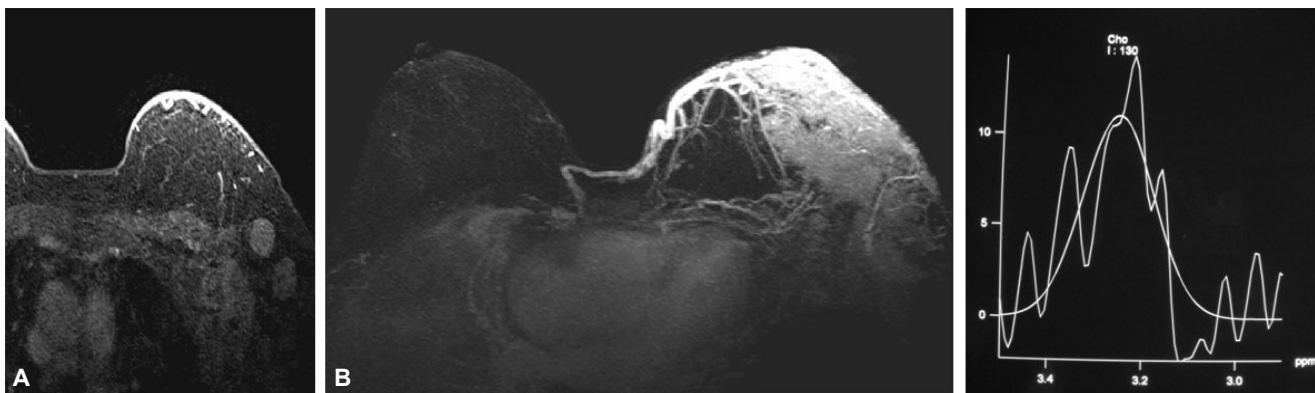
A) Imagen RM T1 Fat Sat contrastado donde se observan crecimientos ganglionares probablemente metastásicos en la región axilar izquierda. B) Axial, imagen RM MIP con contraste donde se observa un gran tumor de 11.1 x 5.9 cm, integral de colina de 130 ppm, SBR 1.
